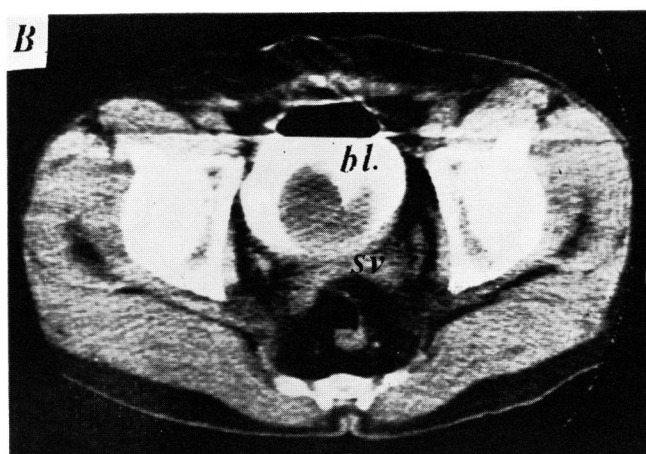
A, 前立腺肥大症の CT-scan. P, 前立腺. R, 直腸. B, 膀胱内突出型の前立腺肥大症. bl, 膀胱. sv, 精のう腺.
